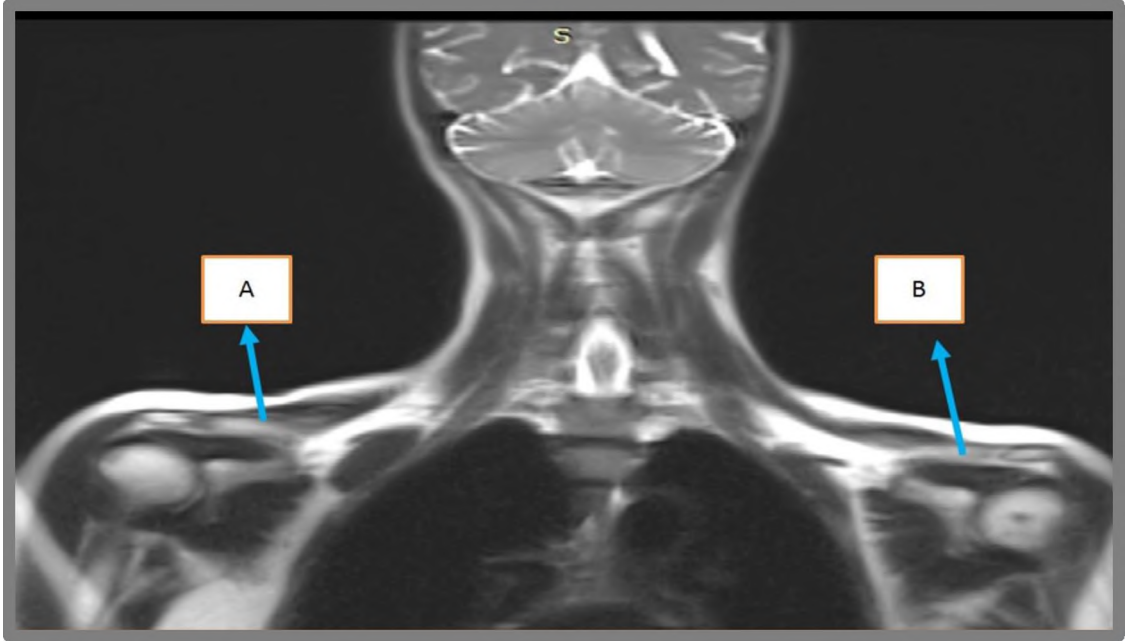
Klavikulanın Direkt Röntgenogramda Görünümü. A: Sağ Klavikula, B: Sol Klavikula. (Bu Şekil Van YYÜ Tıp Fakültesi Radyoloji Bölümü Arşivinden Elde Edilmiştir).
